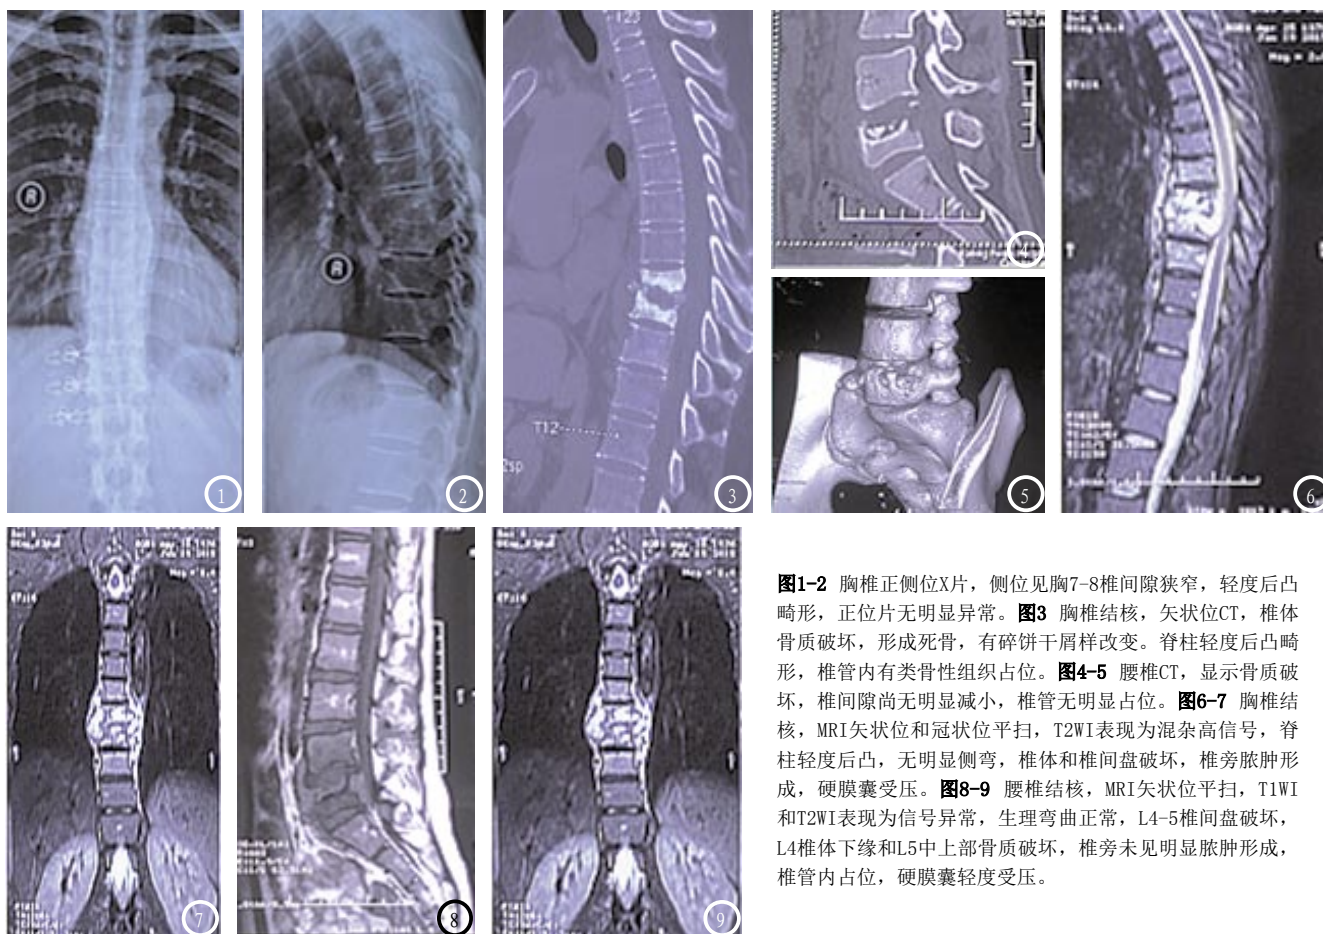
胸椎正侧位X片,侧位见胸7-8椎间隙狭窄,轻度后凸畸形,正位片无明显异常。图3 胸椎结核,矢状位CT,椎体骨质破坏,形成死骨,有碎饼干屑样改变。脊柱轻度后凸畸形,椎管内有类骨性组织占位。图4-5 腰椎CT,显示骨质破坏,椎间隙尚无明显减小,椎管无明显占位。图6-7 胸椎结核,MRI矢状位和冠状位平扫,T2WI表现为混杂高信号,脊柱轻度后凸,无明显侧弯,椎体和椎间盘破坏,椎旁脓肿形成,硬膜囊受压。图8-9 腰椎结核,MRI矢状位平扫,T1WI和T2WI表现为信号异常,生理弯曲正常,L4-5椎间盘破坏,L4椎体下缘和L5中上部骨质破坏,椎旁未见明显脓肿形成,椎管内占位,硬膜囊轻度受压。
